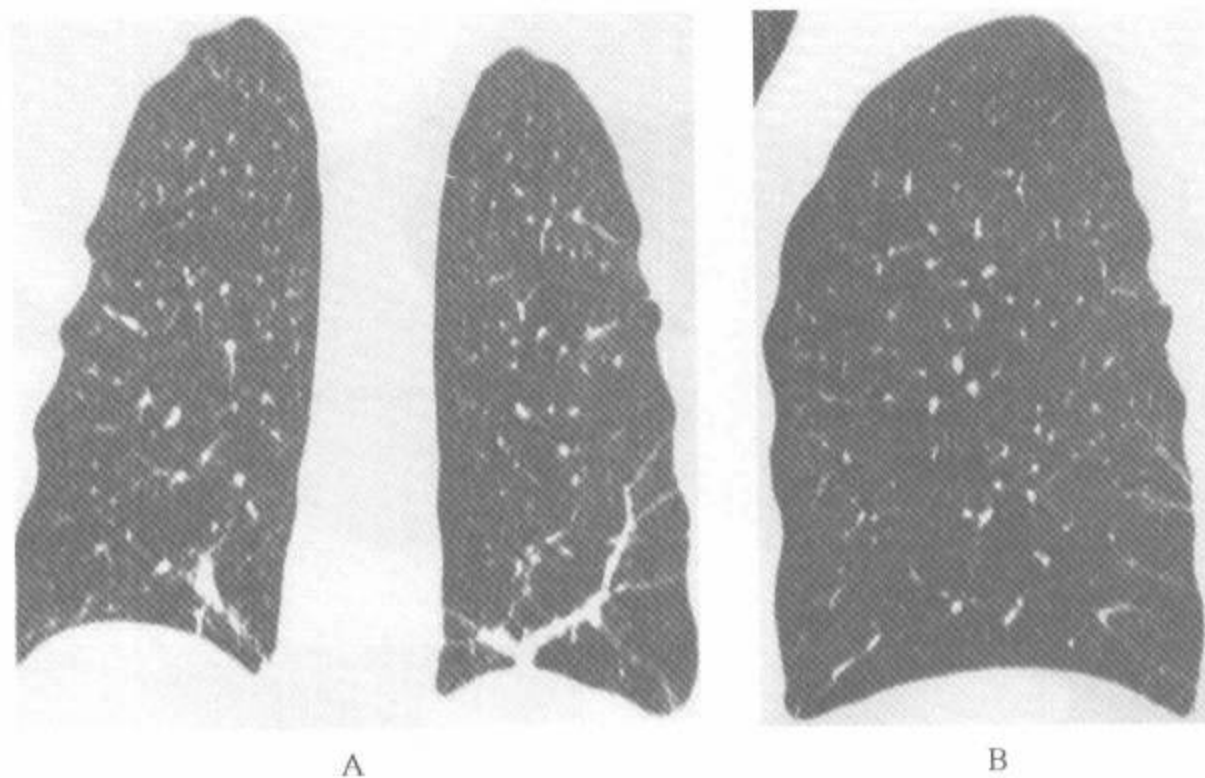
肺后部盘状肺不张病例中的多排螺旋 HRCT 重建的冠状位和矢状位图像
